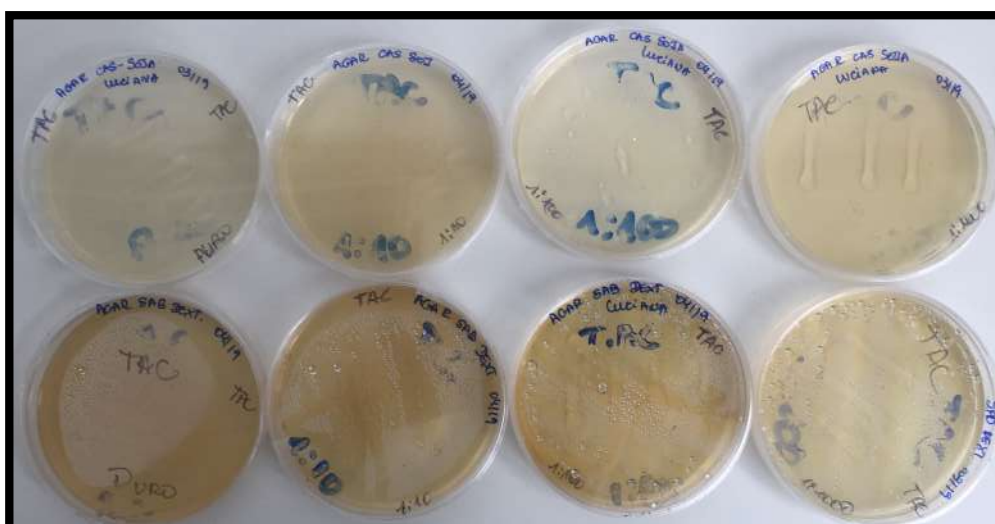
Controle microbiológico tempo 60 (TAC) – ágar caseína-soja e ágar Sabouraud-dextrose.
